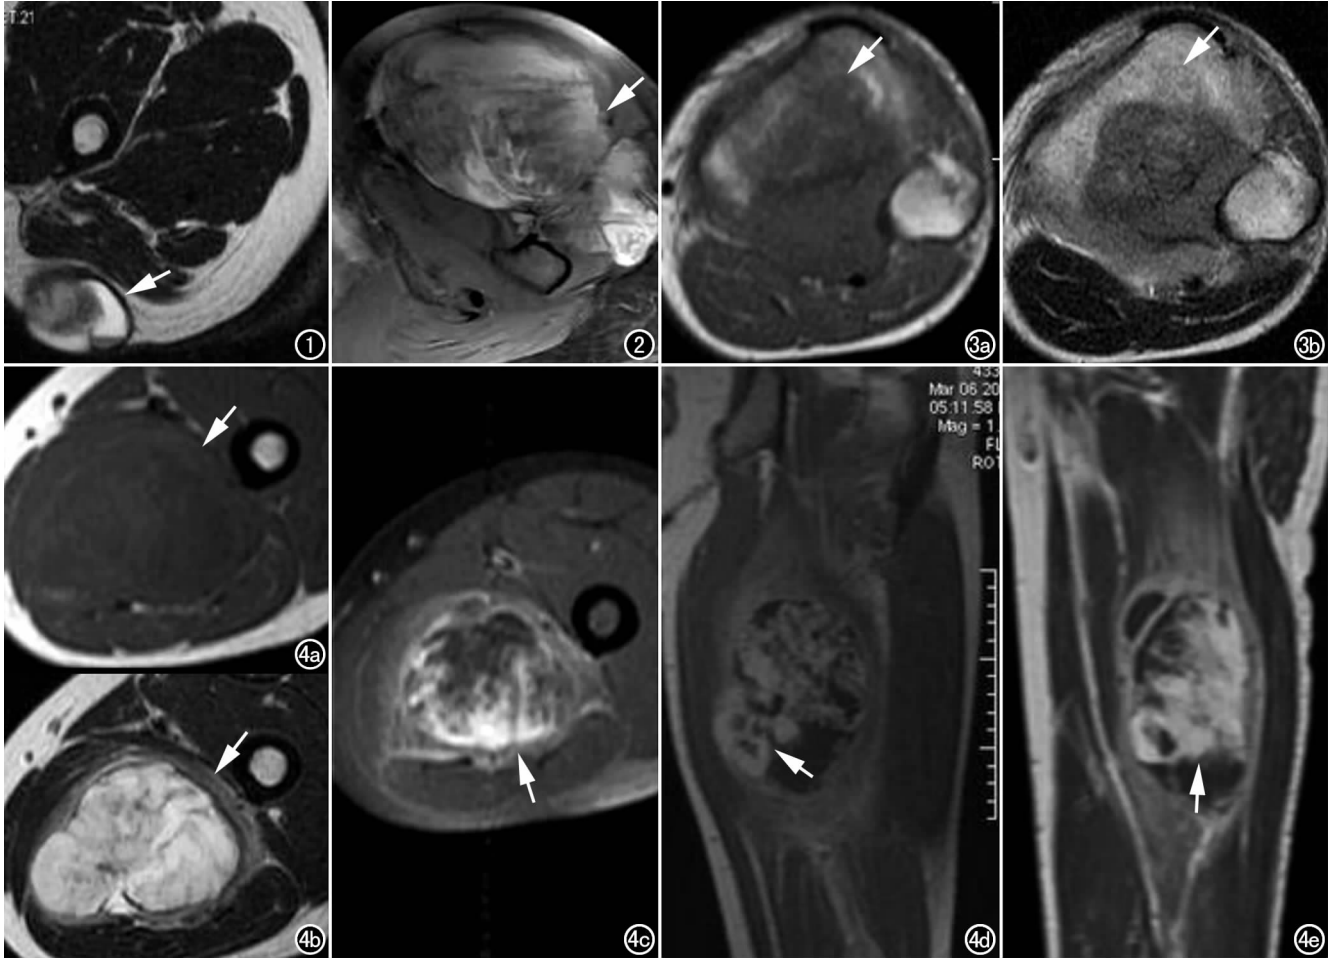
男,40 岁,右大腿后方软组织海绵状血管瘤。横轴面 T₂WI 示囊变区,囊壁薄而均匀,边缘光整(箭)。 图 2 女,55 岁,左腕关节及左股骨上段旁软组织恶性肌纤维母细胞瘤。横轴面 T₂WI 示囊变坏死区边缘囊壁呈不均匀、不光整低信号带(箭)。 图 3 男,27 岁,左胫骨上段旁软组织滑膜肉瘤。a) 横轴面 T₁WI 示病灶周围骨质及软组织受累呈长 T₁ 信号(箭); b) 横轴面 T₂WI 示周围骨质及软组织受累呈长 T₂ 信号(箭)。 图 4 男,45 岁,左股骨中段内侧软组织黏液纤维肉瘤。a) 横轴面 T₁WI 示病灶周边环形水肿带呈长 T₁ 信号(箭); b) 横轴面 T₂WI 示病灶周边水肿带呈长 T₂ 信号(箭); c~e) MRI 增强扫描示随强化时间延长,病灶呈边缘向中心延迟强化(箭); c) 横轴面,延迟 8min; d) 矢状面,延迟 11min; e) 矢状面,延迟 14min。
